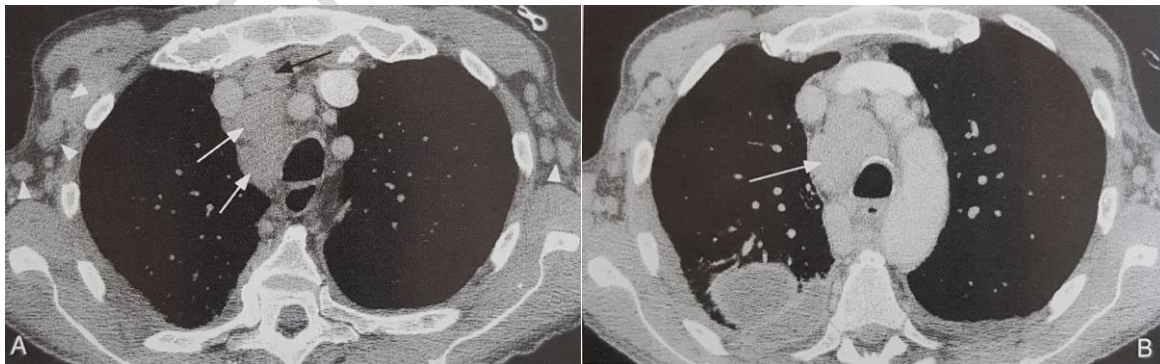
Leucemia linfocítica crónica con adenopatías Mediastinicas y axilares. (a) En la TC con contraste a la altura del cayado aórtico se ven adenopatías pretraqueales y Retrotraqueales (flechas). También se ven adenopatías axilares (punta de flecha). (b) A un nivel mas caudal hay grandes adenopatías pretraqueales (flecha).
